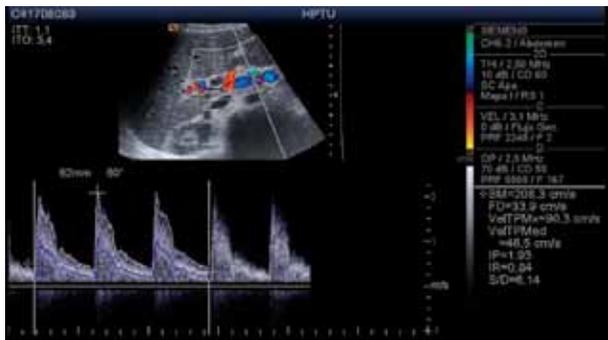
Estenosis de la arteria hepática. El estudio de la ecografía Doppler muestra en la anastomosis velocidad sistólica pico de 208 cm/seg e índice de resistencia de 0,84.
